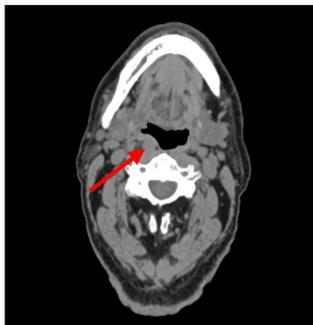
Neck CT plain scan
